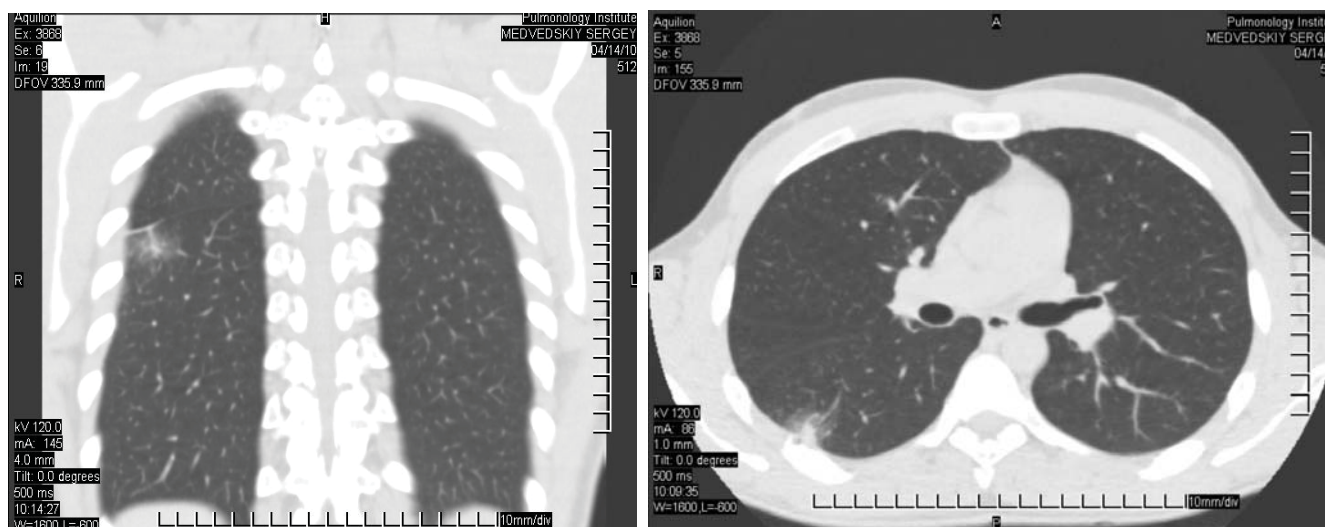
Рентгенологічне обстеження легень (мультислайсова комп'ютерна томографія) через 14 днів прийому препарату Лефлоцин (14.04.10)
